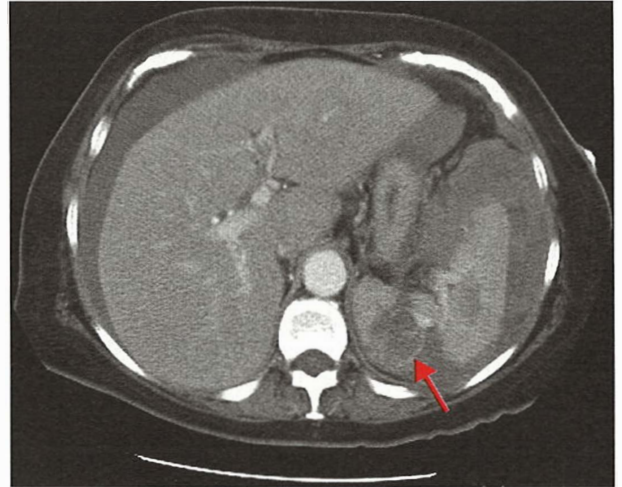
Leziune splenică, demonstrată pe CT-ul abdominal. Este prezent hemoperitoneul difuz.
